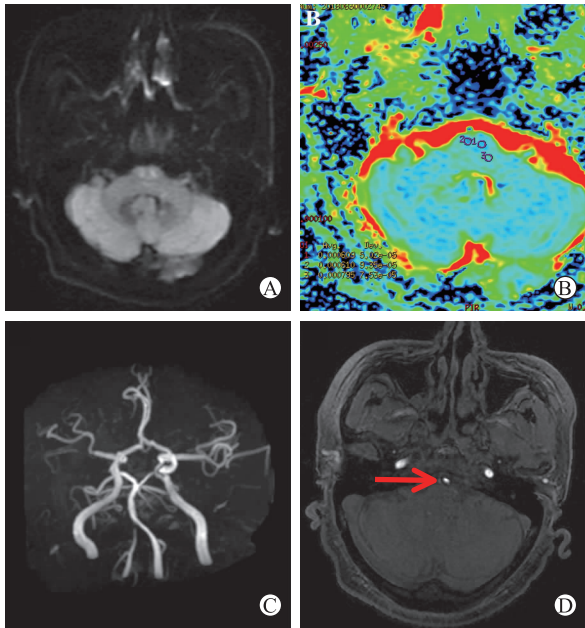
(入院当天)A 示双侧延髓内侧小片状 DWI 稍高信号影;B 示标 1、标 2 处 ADC 值较标 3 处均减低;C 示右侧椎动脉近汇合处局限性狭窄;D 示血管断面,右侧椎动脉狭窄处
